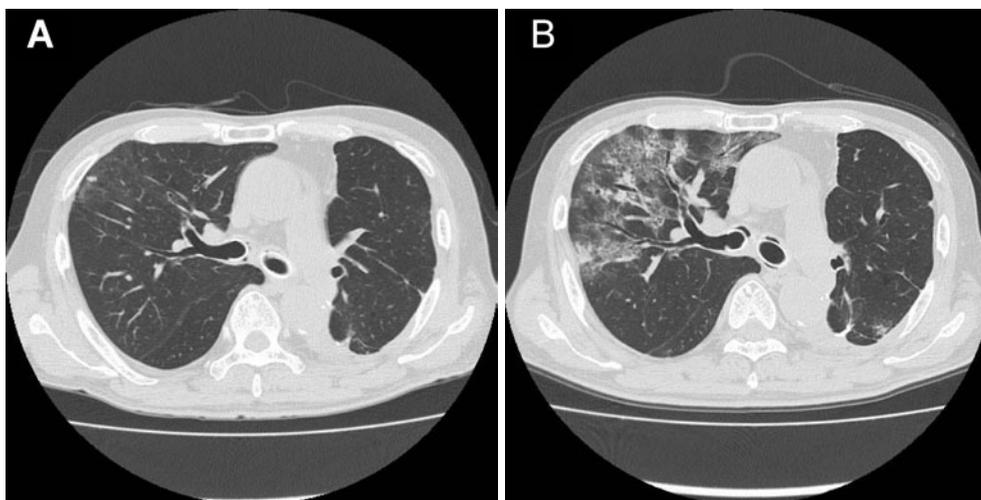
Patient 2. (A) Chest CT scan before initiation of panitumumab shows no findings of ILD. (B) Chest CT scan on admission demonstrates ground-glass opacities and consolidation in the right upper lobe as well as in the endotracheal stent in the two main bronchi.
